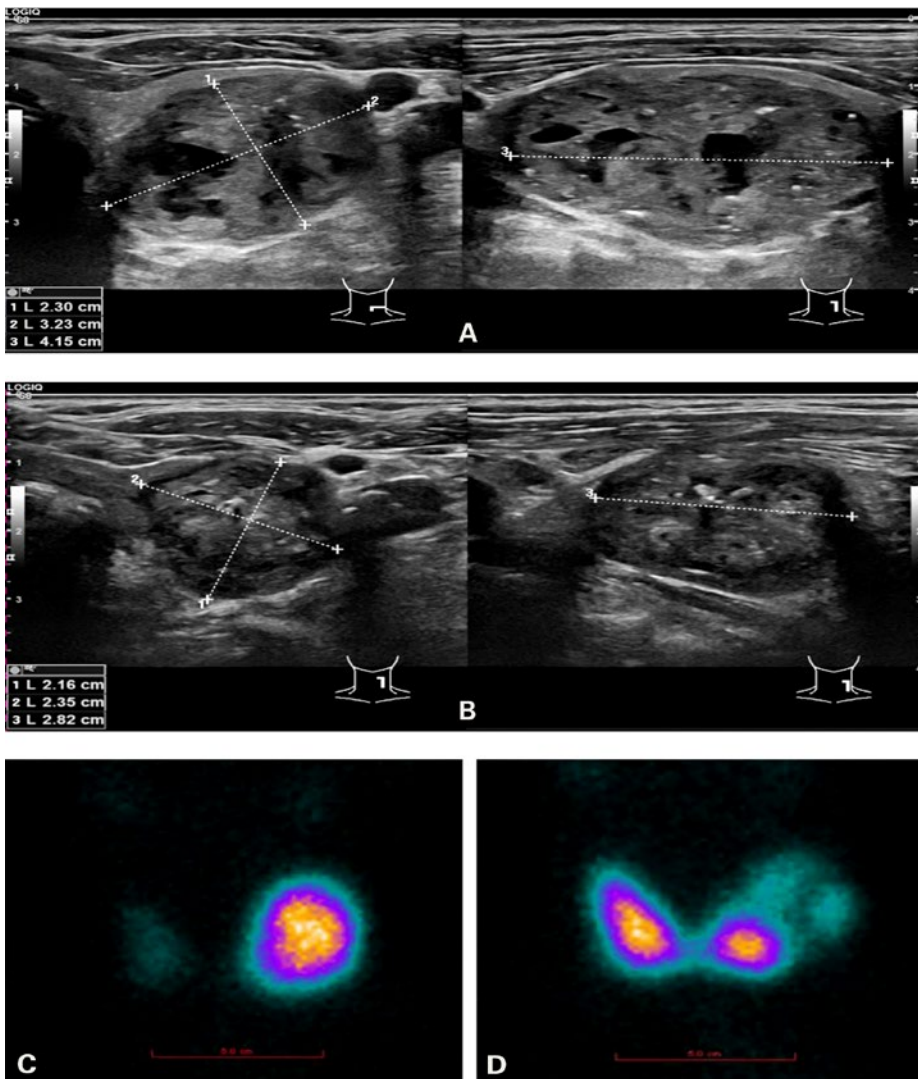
Patient de 72 ans présentant un goitre nodulaire et une autonomie focale. Echographie (A, B) et scintigraphie (C, D). Echographie: goitre uninodulaire gauche avant ARF (A) et après ARF (B). Scintigraphie: adénome autonome gauche avec suppression complète du reste du parenchyme thyroïdien avant ARF (C) et autonomie régressive gauche et suppression régressive du reste du parenchyme thyroïdien après ARF (D).
